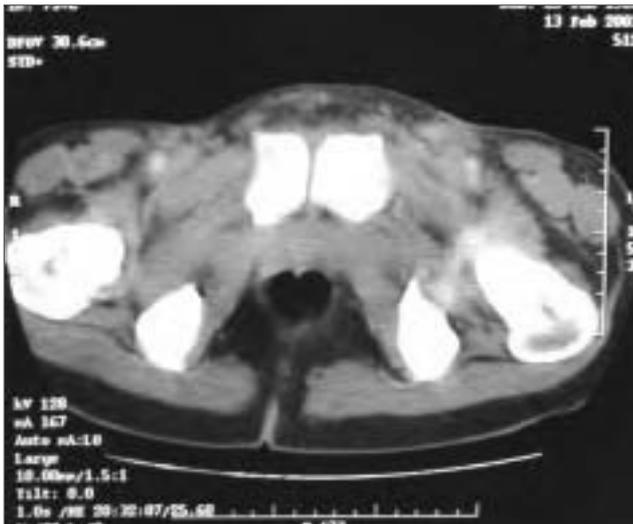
TC pélvica realizada tras el drenaje y el tratamiento antibiótico.
